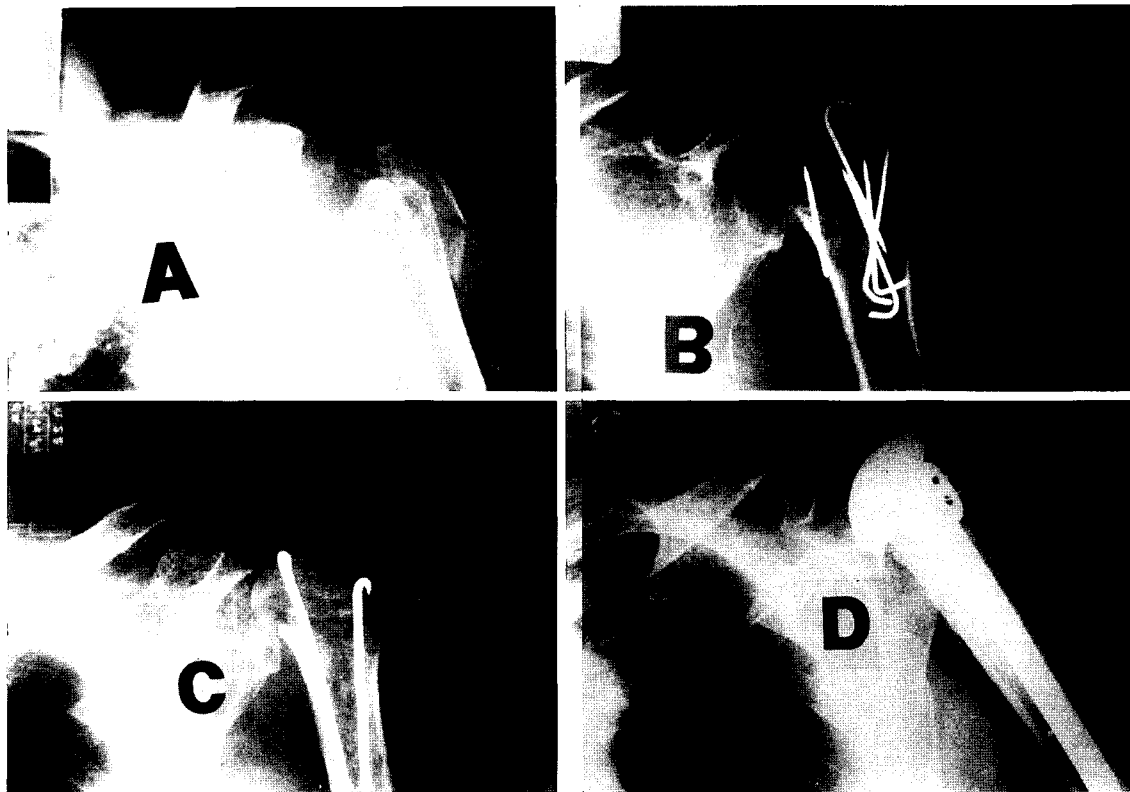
Preoperative radiograph of 65 years male showing four part fracture and dislocation of the proximal humerus.
